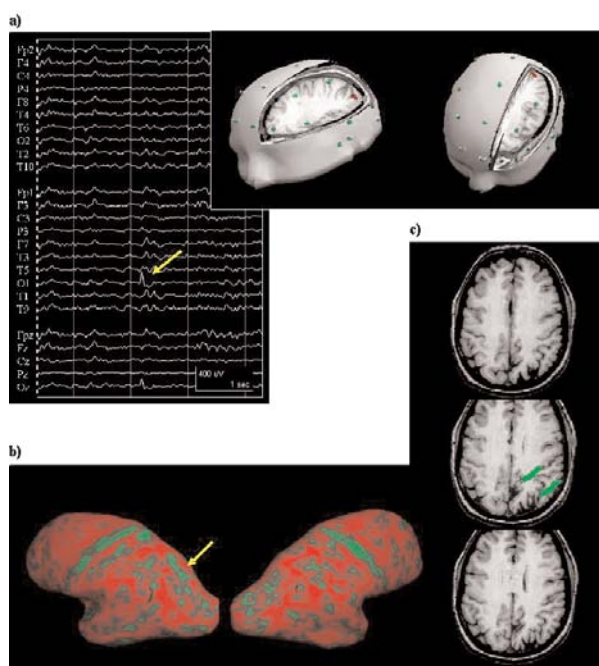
Analysis of patient 4 - a) Interictal EEG spike (arrow) in the scalp. On the right is a representation of the source analysis suggesting an epileptogenic area in the left occipital area (red dipole). b) The surface analysis suggests the existence of an area of atrophy on the left occipital lobe (arrow). c) A posterior high resolution MRI study (slices 1 mm thick) revealed an area of giral atrophy on the suspected area (green arrows).
